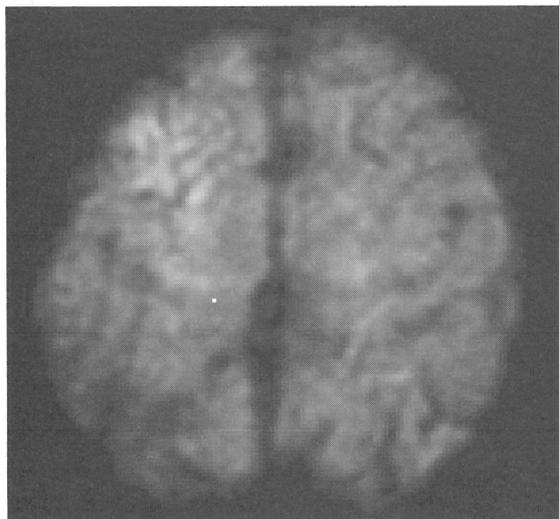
初診時MRI(拡散強調画像)。右皮質に高信号領域を認める。
